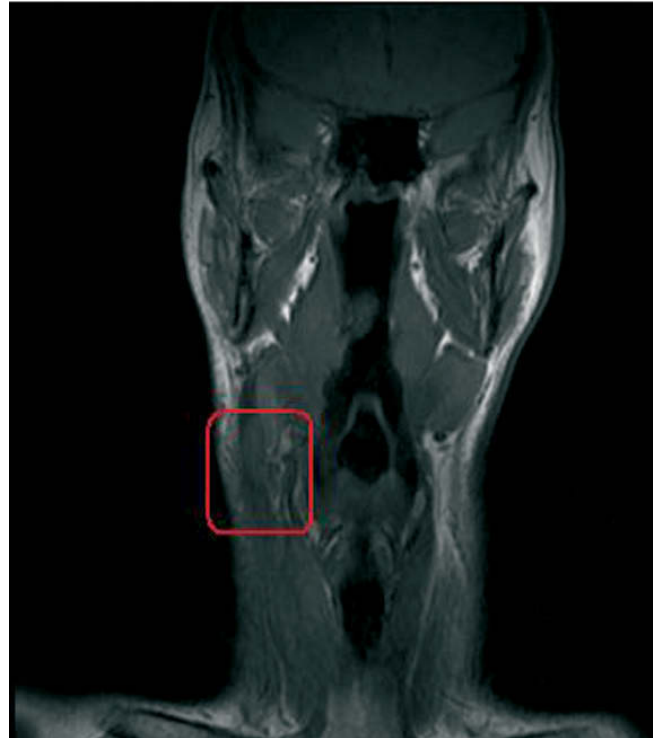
Resonancia magnética cervical. Tumoración sólida.
